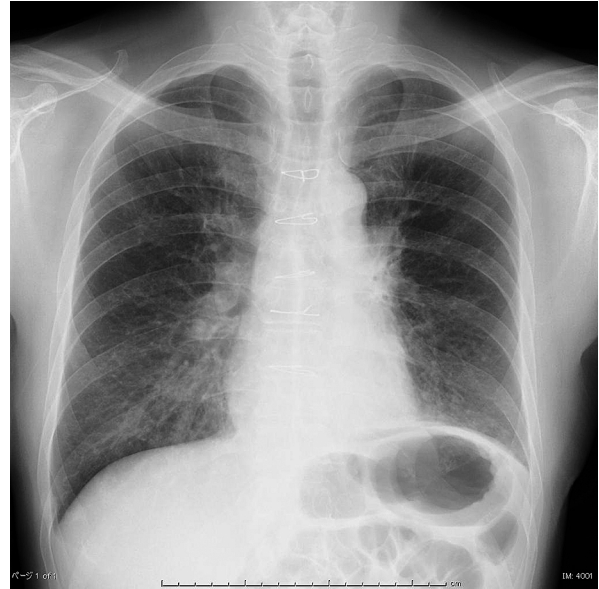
Chest X-ray showed diffuse nodular shadows in bilateral lower lung fields.
